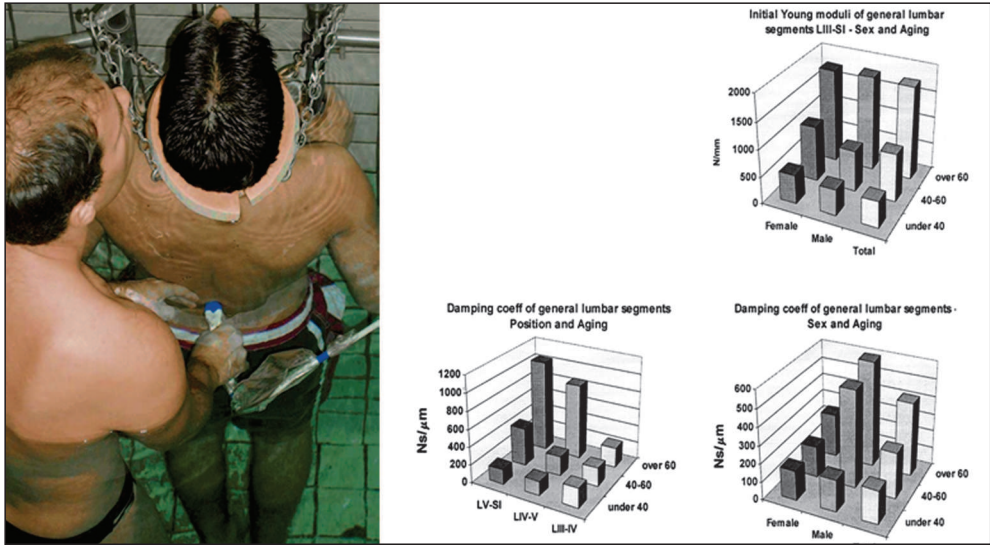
The subaqual ultrasound measuring method and the results
